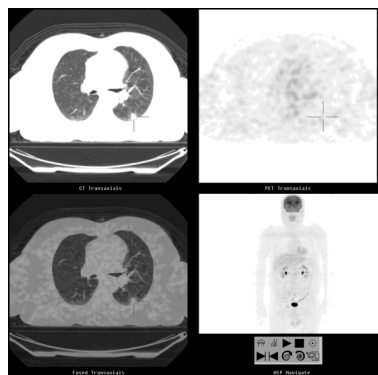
NSP sem hiperacumulação anómala de FDG-F18 compatível com lesão benigna. A biópsia revelou tratar-se de foco de pneumonia organizada.
